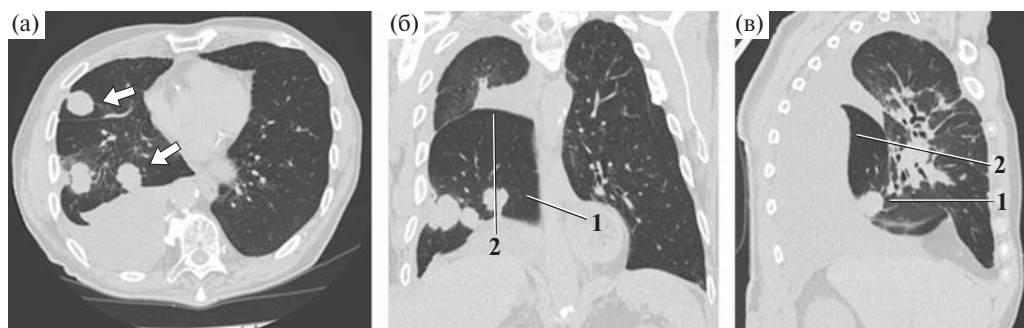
Больной 66 лет. Трансверсальный срез (а) и мультипланарные реконструкции КТ в прямой (б) и правой боковой (в) проекциях органов грудной клетки. Легочное электронное окно. а – мягкотканые объемные образования (стрелки); б – мягкотканые объемные образования (1), затем по большой междолевой щели (2); в – мягкотканое объемное образование (1), выпот (2).
